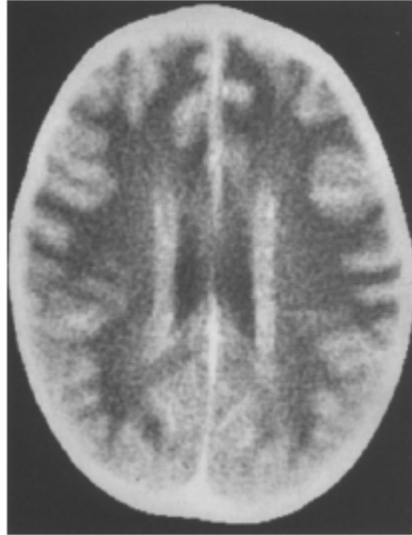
TDM cérébrale d'un garçon âgé de 17mois atteint de la maladie d'Alexander. Elle met en évidence une hypodensité diffuse de la SB avec un foyer de prise de contraste à côté du ventricule latéral.
